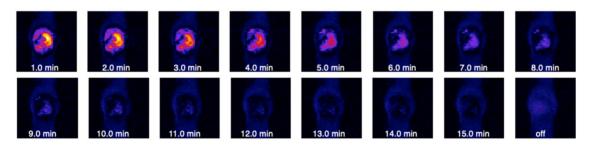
癌組織の DNP-MRI 画像とその経時変化
